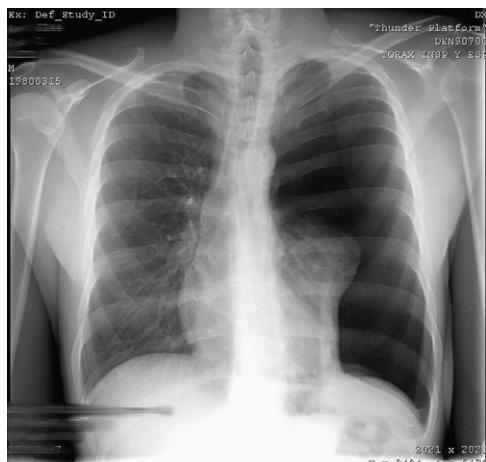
Radiografía simple posteroanterior.
